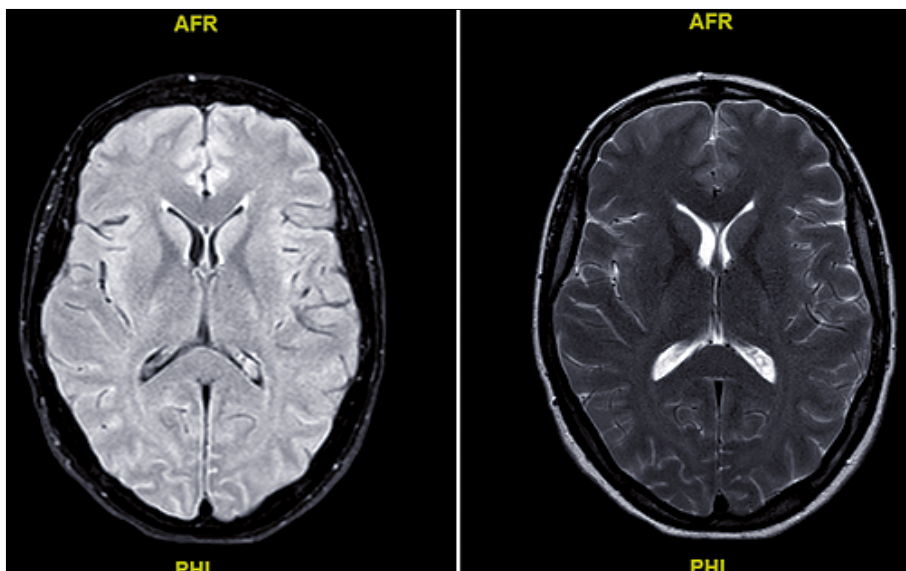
Resonancia magnética de cerebro con contraste venoso y arterial. Se muestran cortes de las secuencias FLAIR y T2 respectivamente. No se observan focos de restricción a la difusión sugerentes de isquemia reciente. No hay estigmas de sangrado en T2 gradiente. Sustancia blanca sin alteraciones significativas de señal. Sistema ventricular de volumen normal. Venas cerebrales superficiales, profundas y principales senos duros con adecuada señal de flujo. No se observan focos de refuerzo anormal. Examen sin hallazgos de significado patológico.
